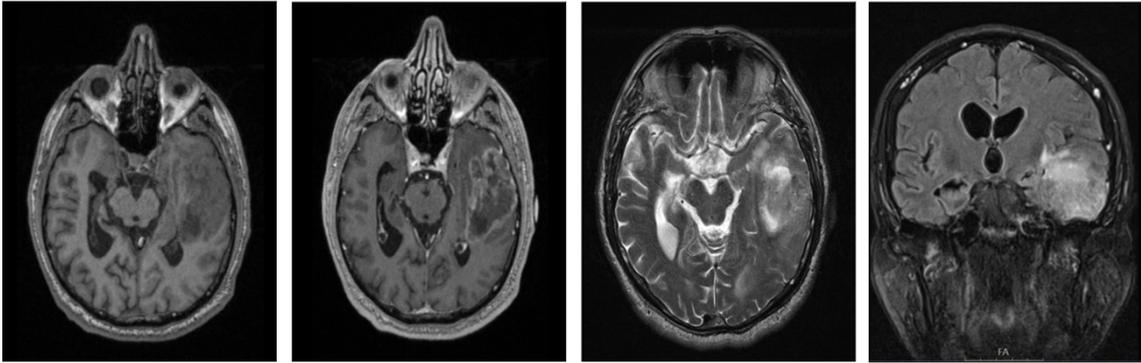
MRT-Bildgebung eines GBM im linksseitigen Temporallappen
